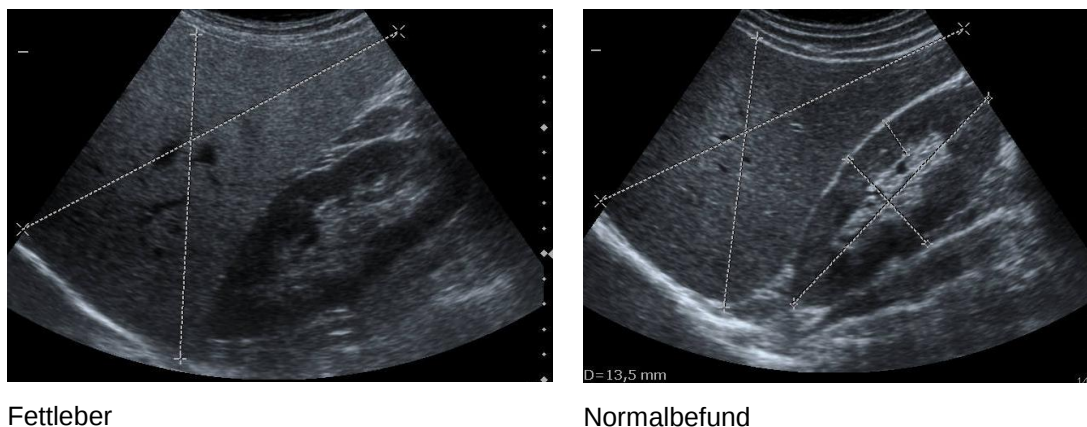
Steatosis hepatis in der Sonographie
